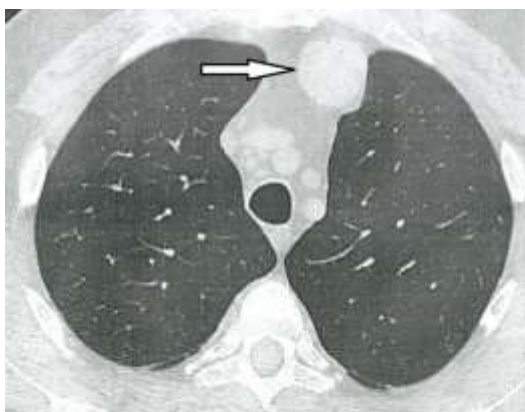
КТ больного С., 48 лет. Эхинококковая киста отмечена стрелкой.
